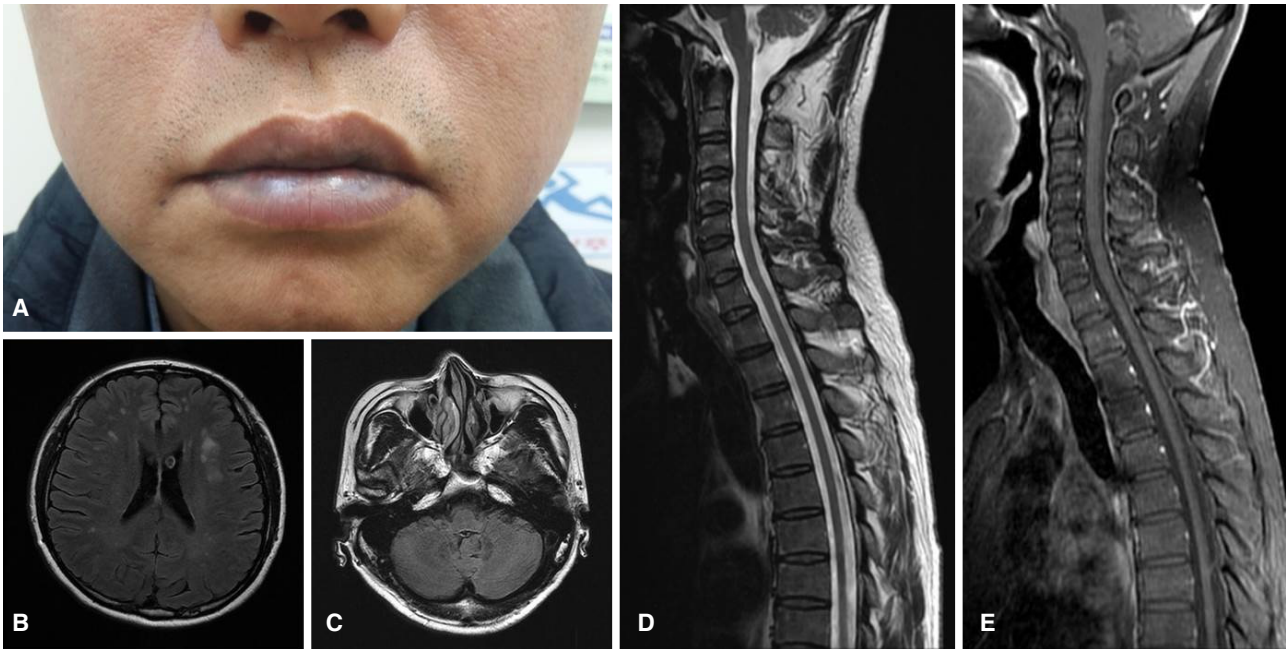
Physical examination and magnetic resonance image (MRI) of the patient. (A) Discoloration of lips of the patient. (B, C) T2 weighted fluid-attenuated inversion recovery image showed multifocal white matter changes in bilateral frontal area without cerebellar and brainstem atrophy. (D, E) Diffuse spinal cord atrophy was shown in cervical MRI in T2WI and contrast-enhanced T1WI.
